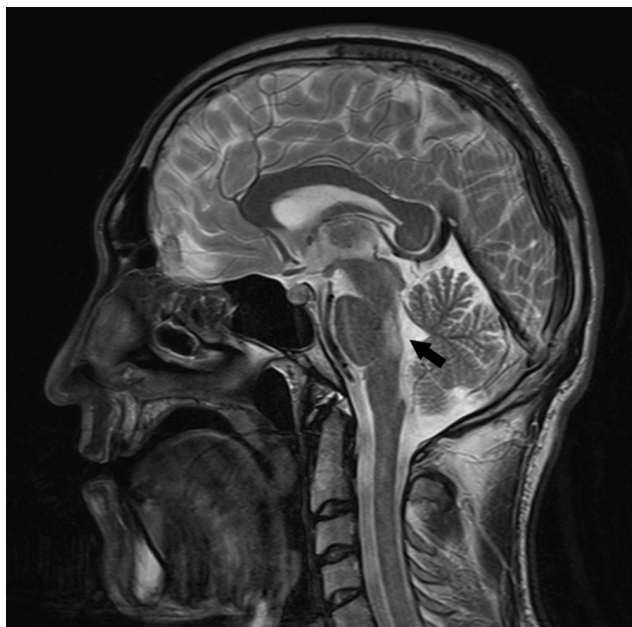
МРТ головного мозга в режиме T2-ВИ, сагиттальная проекция. Изменение МР-сигнала в дорзальных отделах моста мозга (черная стрелка)
